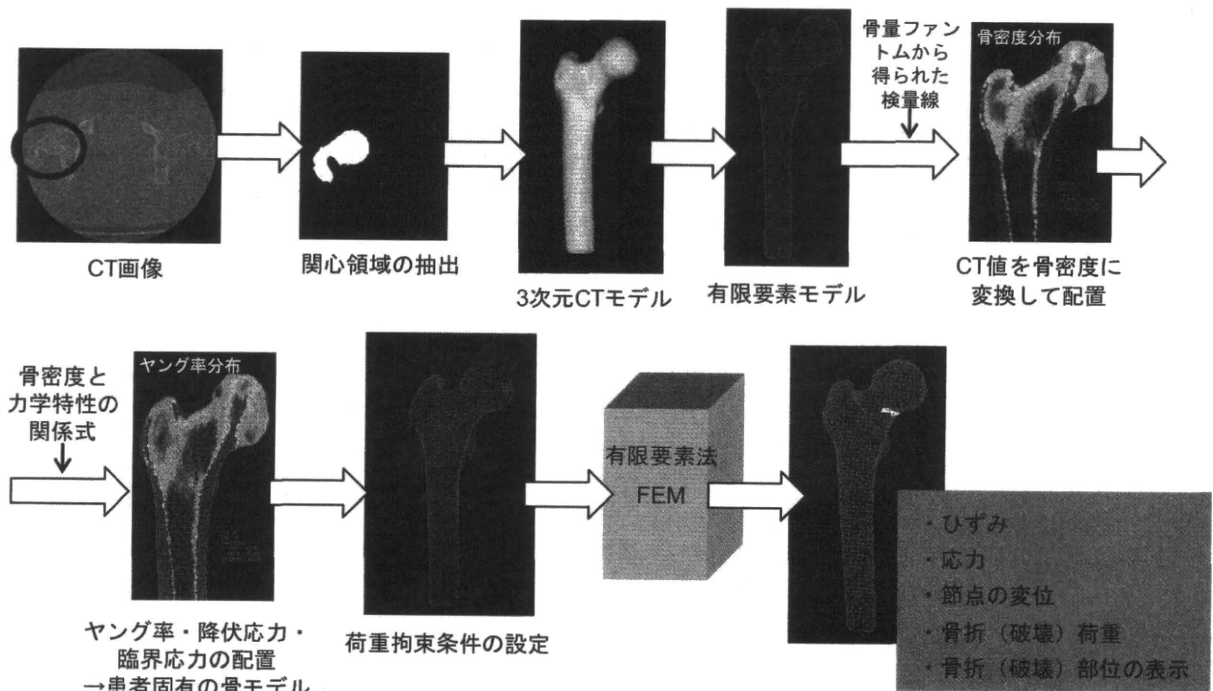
定量的CTを用いた有限要素法 (CT/FEM)
